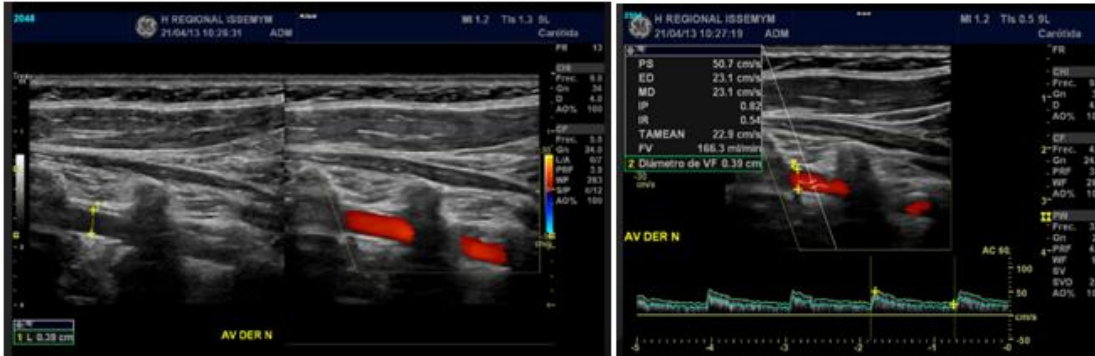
Muestra doppler color y doppler espectral de la AV derecha posición neutra.
